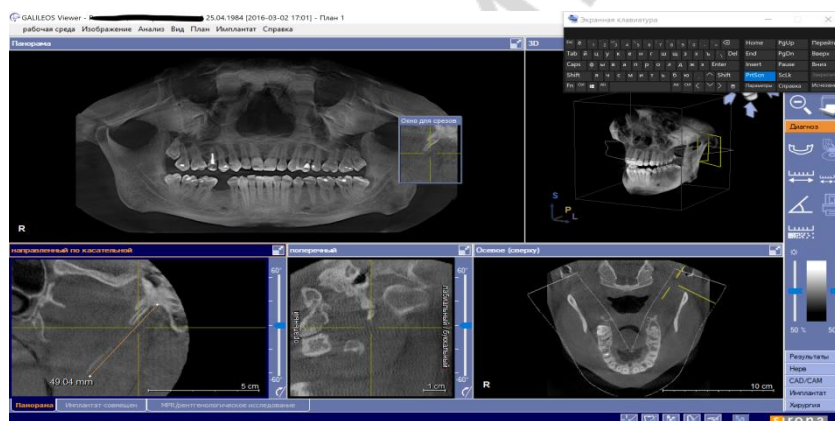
Интерфейс программы GALILEOSViewer для анализа компьютерных томограмм
